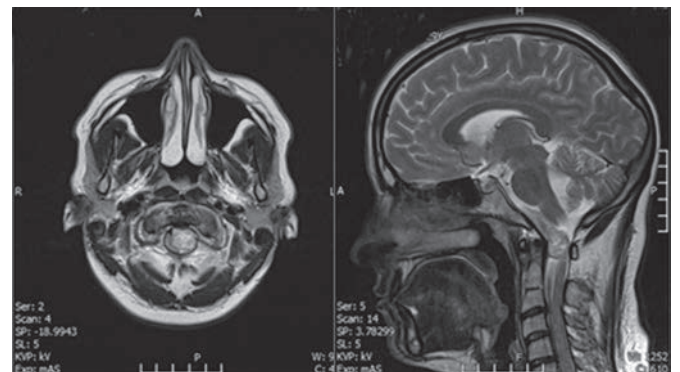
МРТ больной Ш., 27 лет. Опухоль краниовертебральной области, спинной мозг смещен и сдавлен.
